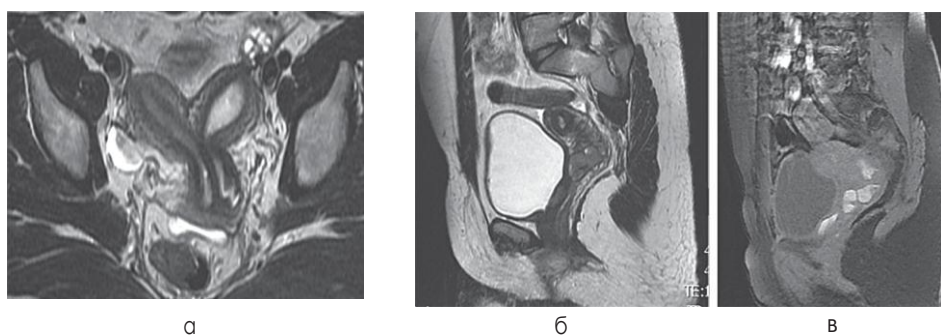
а — удвоение матки, перегородка во влагалище и шейке матки, наличие свищевого хода в левом параметрии с формированием затека в проекции задней стенки мочевого пузыря в области устья; б, в — магнитно-резонансная томограмма той же пациентки на фоне менструальных выделений
